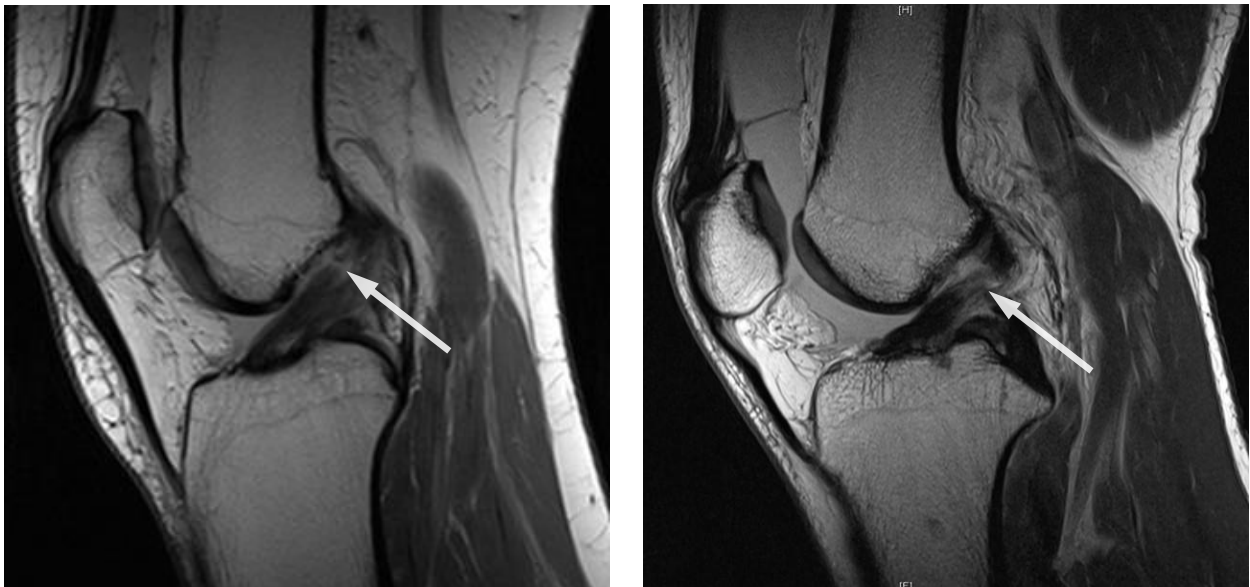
VKB-Ruptur mit Nachweis der Faserdiskontinuität (links) und VKB-Partialruptur mit Nachweis des Faserödems (rechts) in der sagittalen Magnetresonanztomografie (MRT)
